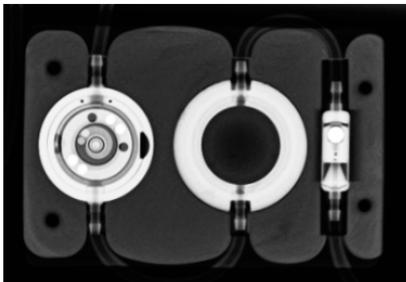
Image radiographique d'un *Valve Board* avec proGAV 2.0 avec Prechamber, lombaire à droite
